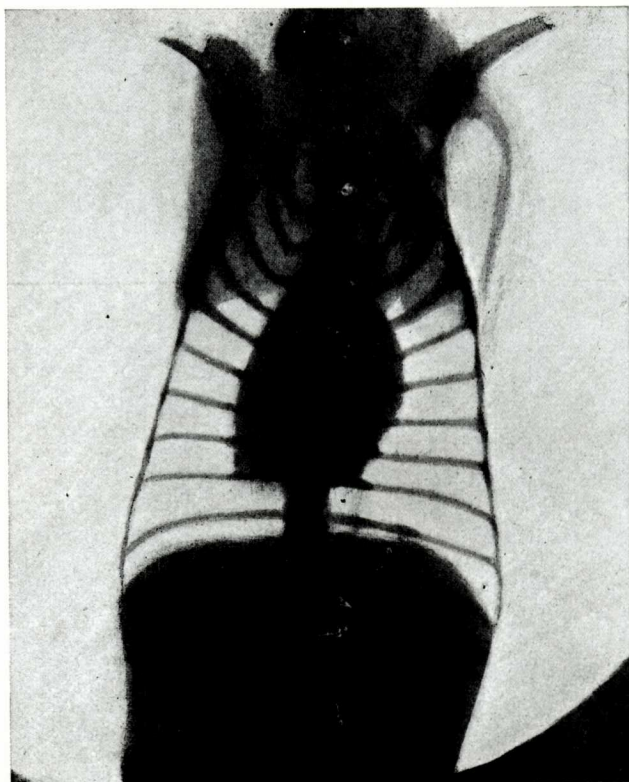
Radiografia del mateix gos després del neumotòrax tancat del costat dret.
